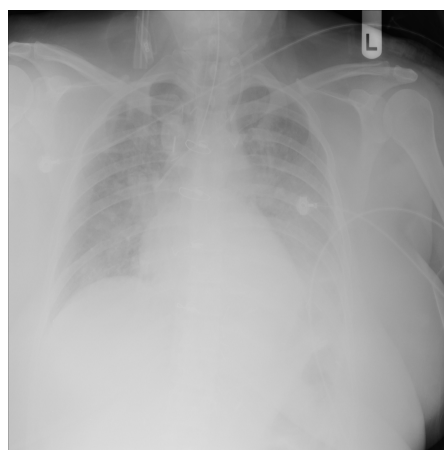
Пример рентгеновского снимка лёгких
